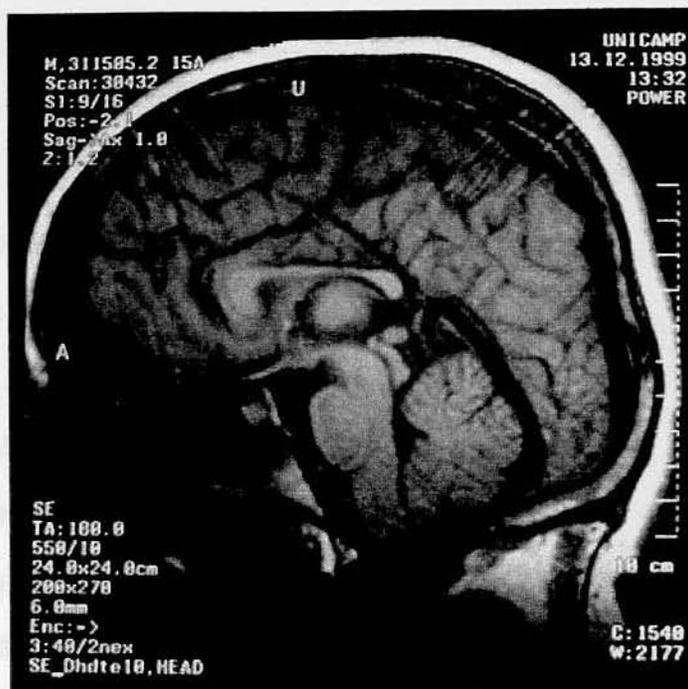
Corte sagital da ressonância magnética do indivíduo E.C.S. (caso 27) mostrando afilamento do corpo caloso (comparar com Fig. 18).
